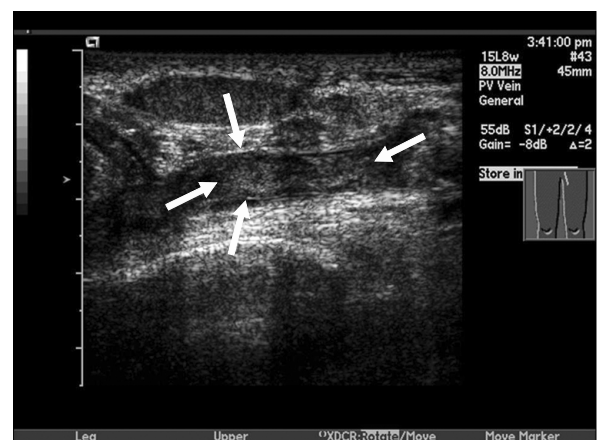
Thrombi on the left common iliac vein on Doppler ultrasonography. There were shown heterogenous echogenic density of thrombi (arrow) on left common iliac vein.
